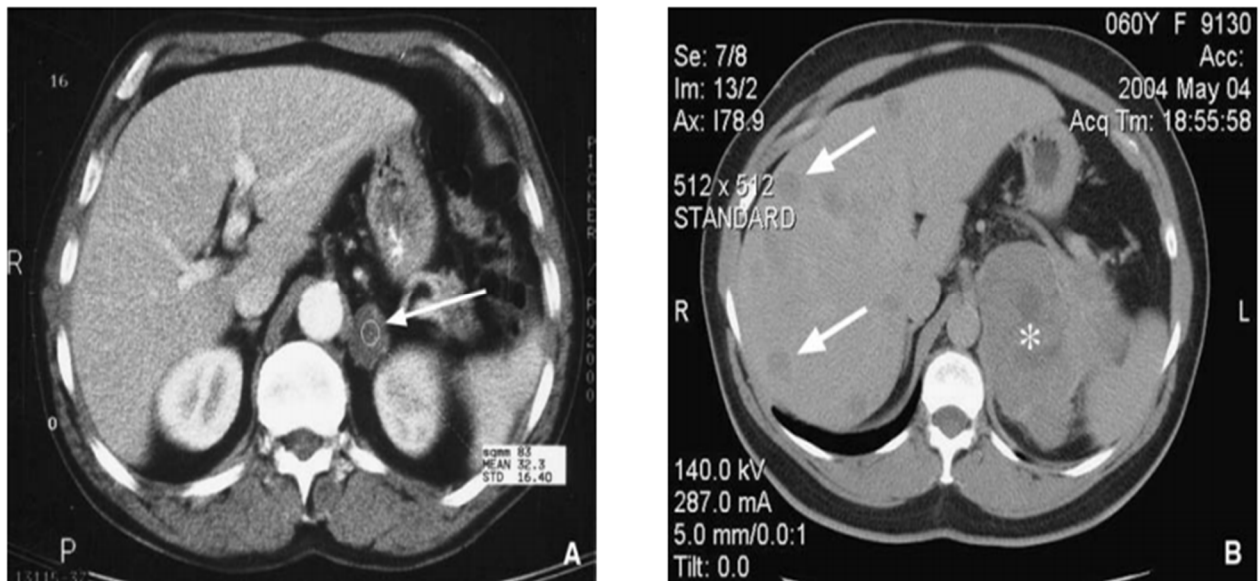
A. TDM surrénalienne montrant un adénome corticosurrénalien gauche, homogène, bien limité, et hypodense après injection de produit de contraste (flèche) B. scanner montrant un carcinome primitif aux dépens de la surrénale gauche, sous forme d'une volumineuse lésion hétérogène, mal limitées, au contours imprécises (étoile) et associée à des lésions hépatiques métastatiques (flèches)[164]
